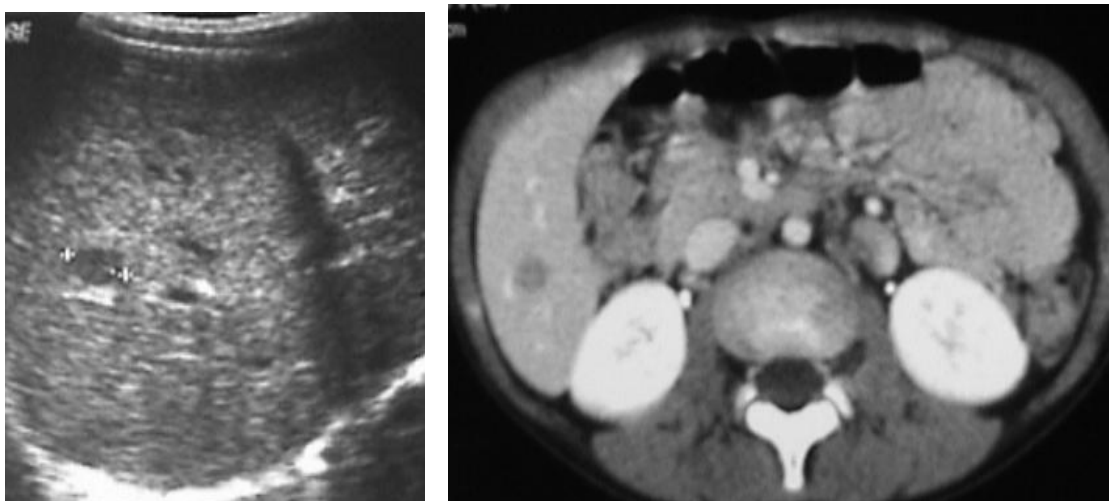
Echographie abdominale et TDM abdominale en coupe montrant des lésions nodulaires hépatiques hypoéchogènes et hypodenses;
